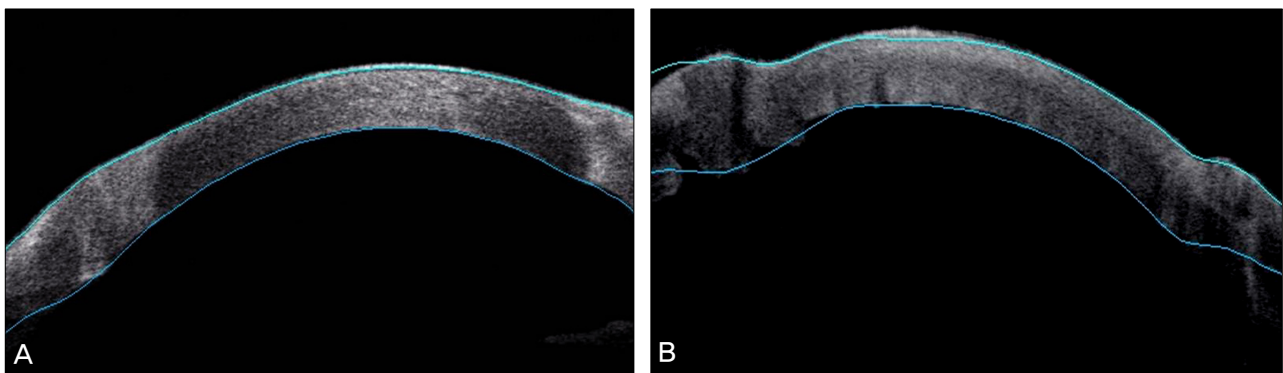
Two months postoperatively, Visante optical coherence tomography of IntraLase-enabled keratoplasty (vertical type) (A), demonstrating the perfect match of the recipient to the donor. In contrast, conventional penetrating keratoplasty (B) may show the lack of precise match of cut between the two pieces of tissues and protrusions such as hills.
